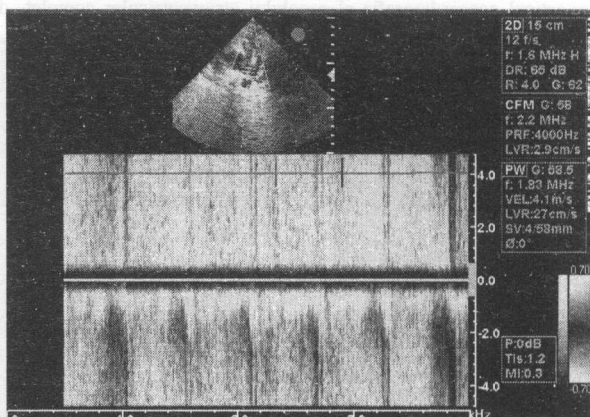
CAP. Secțiunea parasternală transversală. Jet sistolo-diastolic AP→Ao în lumenul trunchiului AP. Doppler-color, confirmarea prin Doppler pulsatil
